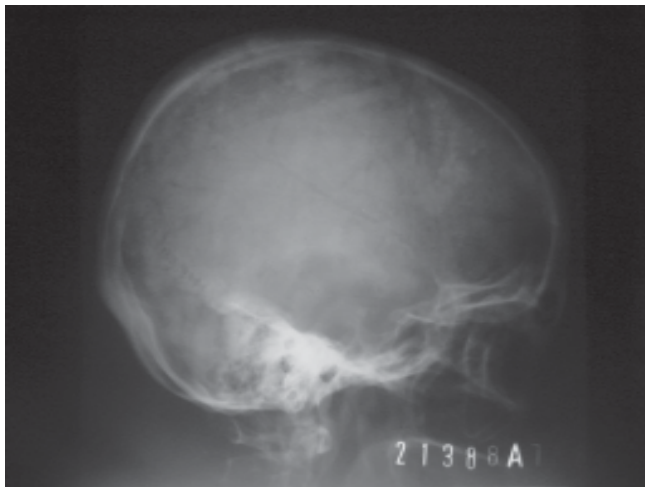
Radiografía lateral del cráneo donde se observa aumento de tamaño de la silla turca por adenoma eosinófilo hipofisario.
